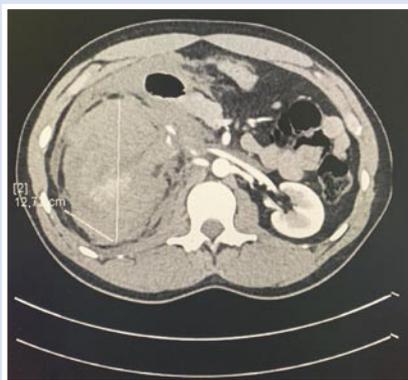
КТ. Поперечный срез. Паранефральная гематома правой почки.
